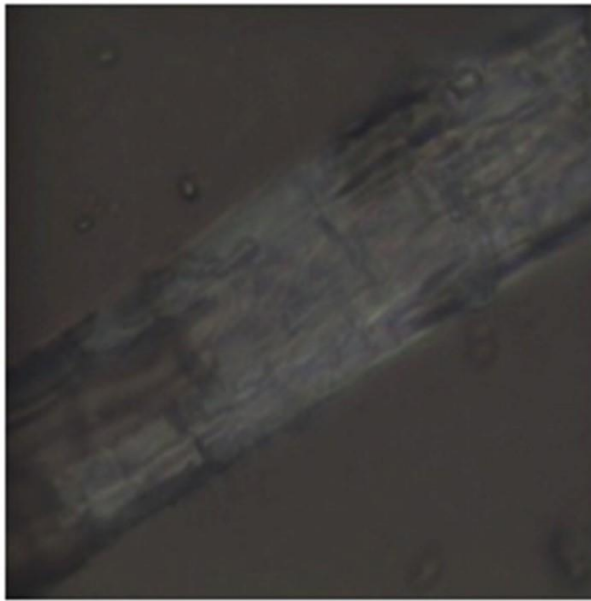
Analisi morfologica dei campioni in PET-G immersi nella Coca Cola (A-B) e nel vino rosso (C-D). Non sono presenti alcun tipo di strutture né fluorescenza.
